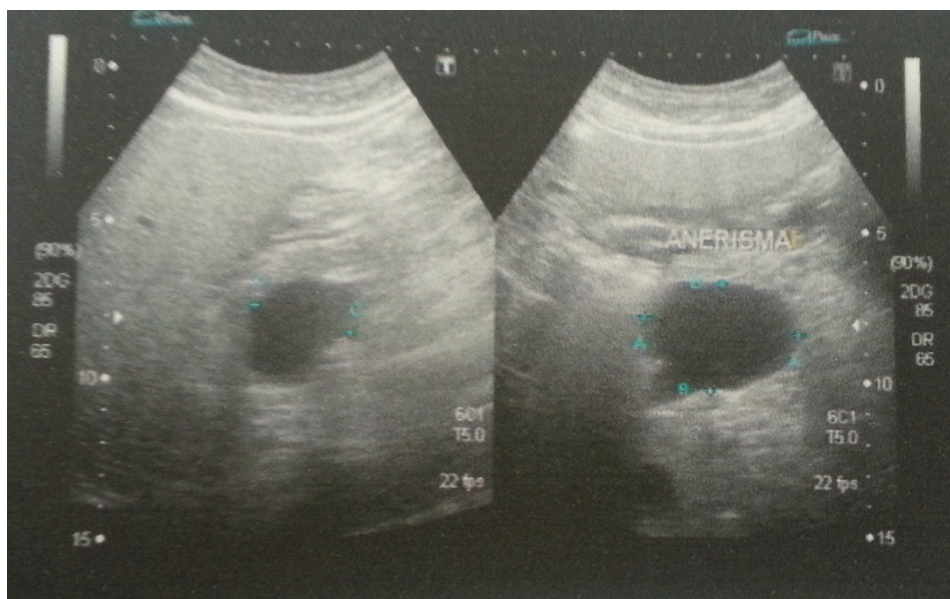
Ultrassonografia evidenciando o aneurisma de veia porta.
